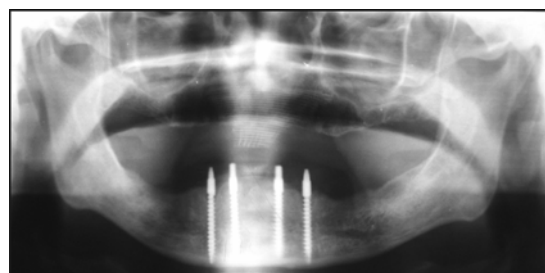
Bicortical implants in X-ray image
